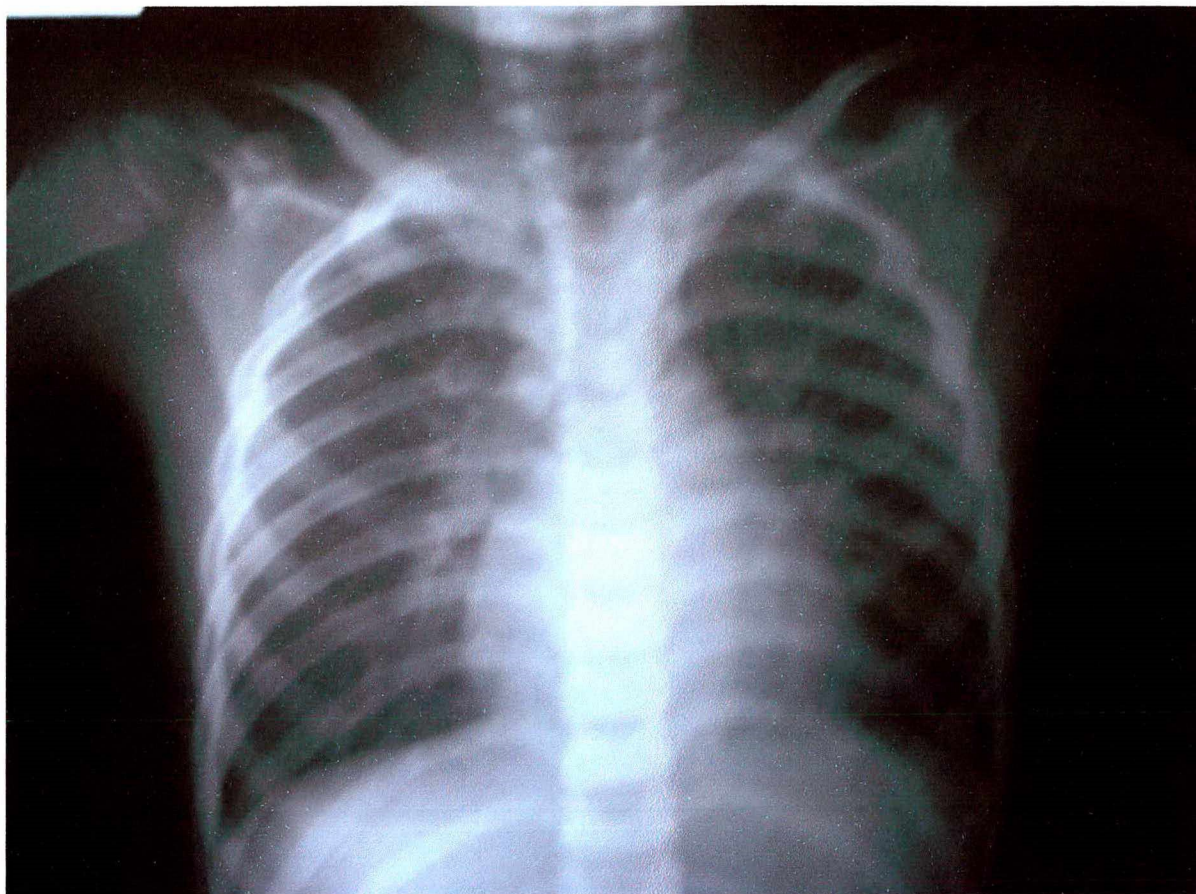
Radiografia realizada em 18/11/2004, evidenciando infiltrado intersticial difuso bilateral.
